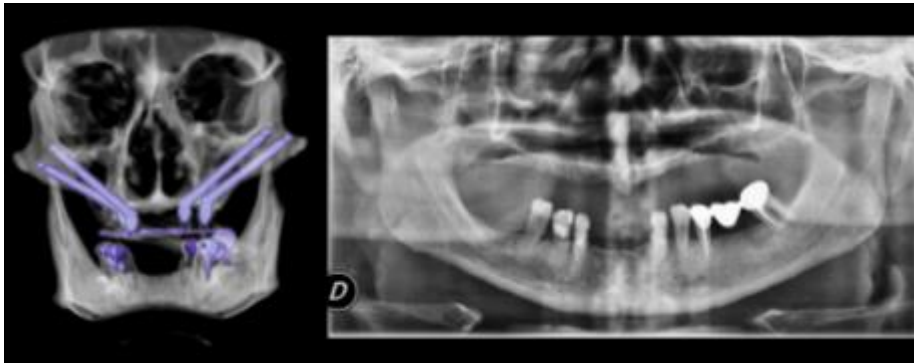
Identificación forense: Comparación de la reconstrucción volumétrica de cráneo con la ortopantomografía del mismo paciente⁷.
